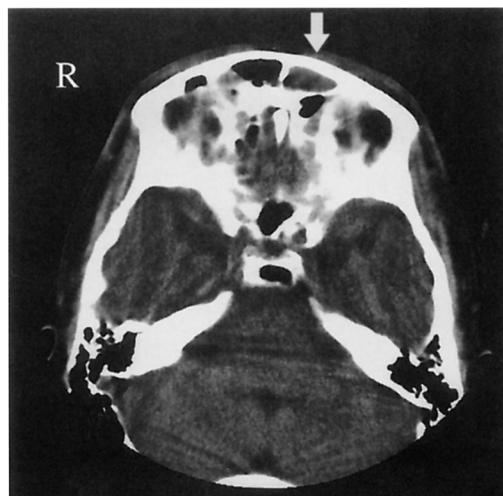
Case 1: On CT, the lesion appears in the frontal sinus
